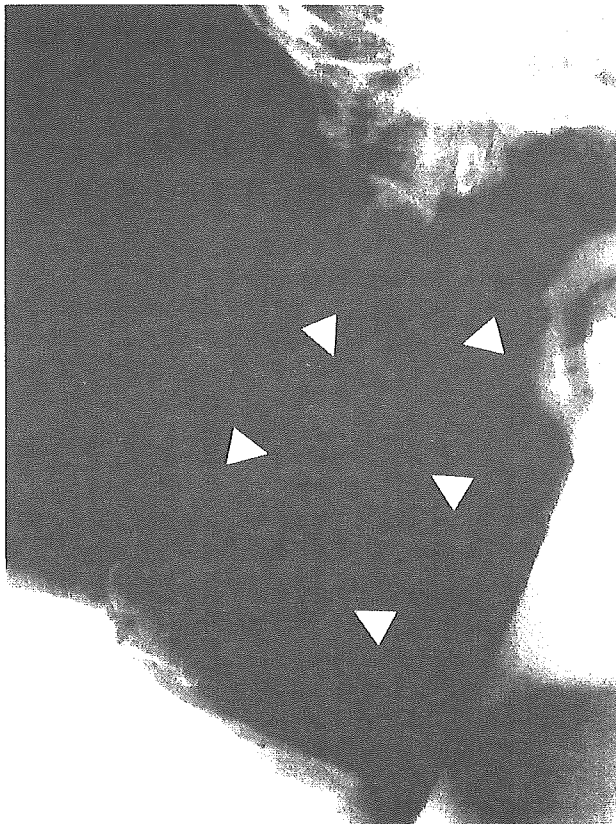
Lateral neck X-ray demonstrated widening of the retropharyngeal space and invasion to lower cervical vertebrae (white arrowheads).
